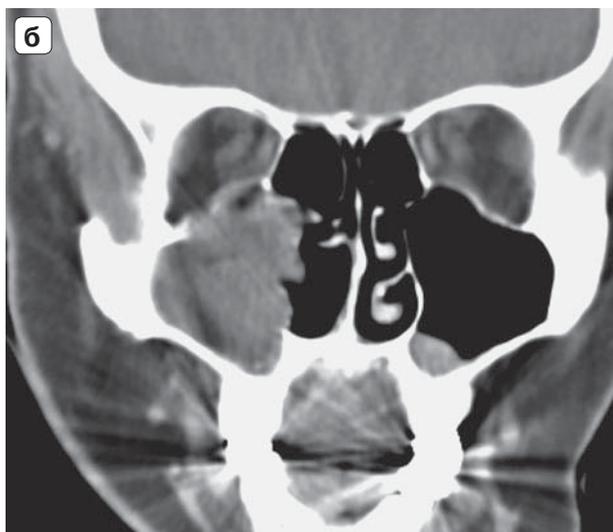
КТ-изображения лицевого скелета. Опухолевое поражение полости носа слева, распространяющееся на верхнюю челюсть и клетки решетчатого лабиринта. а – аксиальные срезы; б – фронтальная реконструкция.
